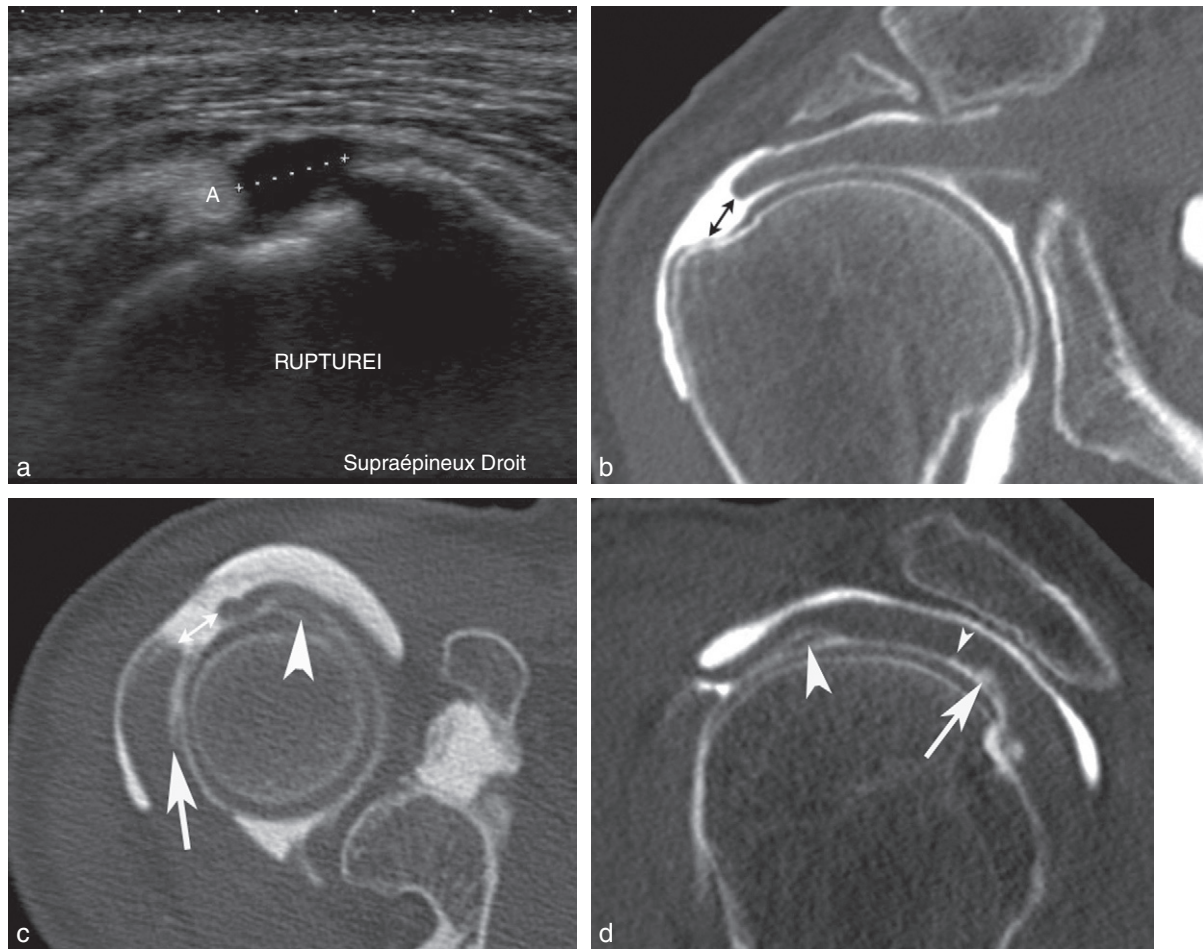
Rupture transfixiante du supraépineux. a. Échographie montrant une petite rupture transfixiante. b, c, d. Arthroscanner montrant une petite rupture transfixiante (stade 1) du tendon du supraépineux, mais également des érosions de sa face profonde (petite tête de flèche) et de celle de l'infraépineux et une fine dissection lamellaire profonde de l'infraépineux (flèche). Noter également l'extension de la rupture vers l'intervalle des rotateurs et la tendinopathie sévère du tendon du long biceps très aminci (grosse tête de flèche).
